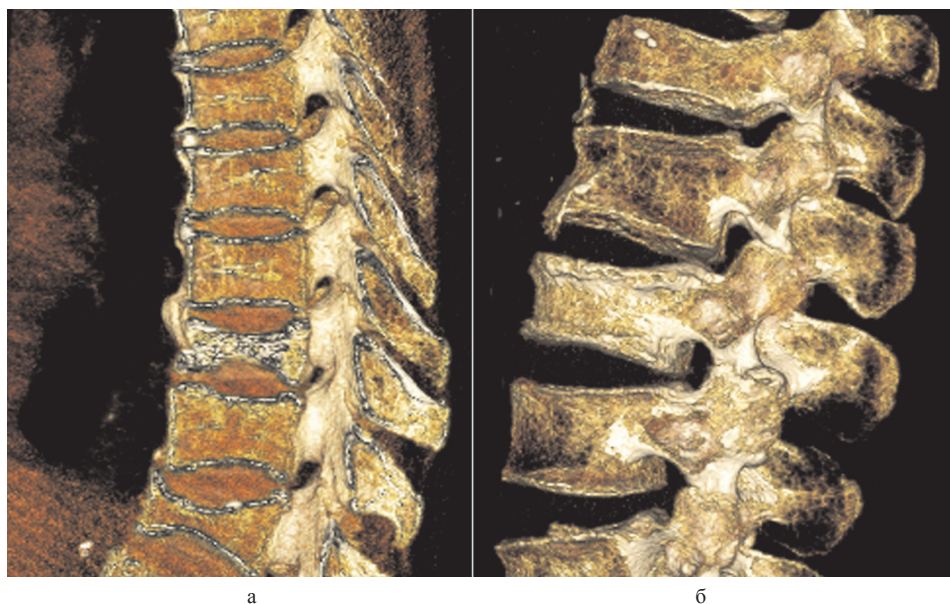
МСКТ грудного (а) и поясничного (б) отделов позвоночника. Реконструкция на станции «Vitrea» в режиме «3D color». Сагитальный срез с использованием функции «Trim». Больная Б., 59 лет. Множественные компрессионные переломы тел позвонков на фоне остеопороза. Результаты ДРА по L₂₋₄: BMD 0,766г/см², Т-критерий -3,6 SD
